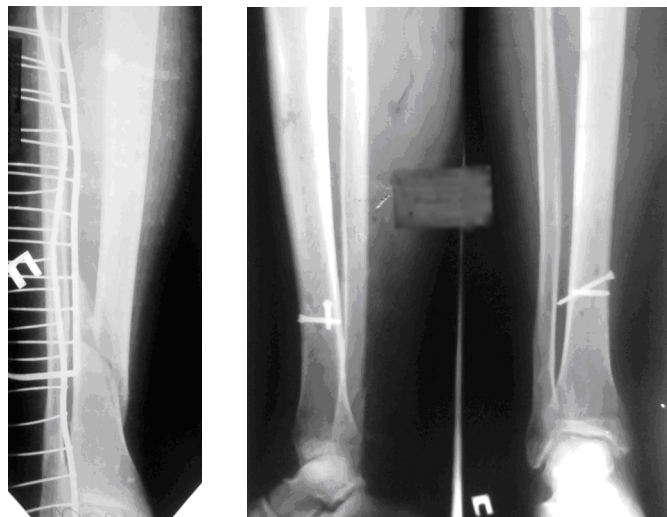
Рентгенограми пацієнта Ш., 40 років. Повне зрощення косої перелому на межі середньої і дистальної частин діяфіза великогомілкової кістки внаслідок утворення інтермедіарної кісткової мозолі протягом 3 місяців після фіксування гвинтами та гіпсовою пов'язкою
